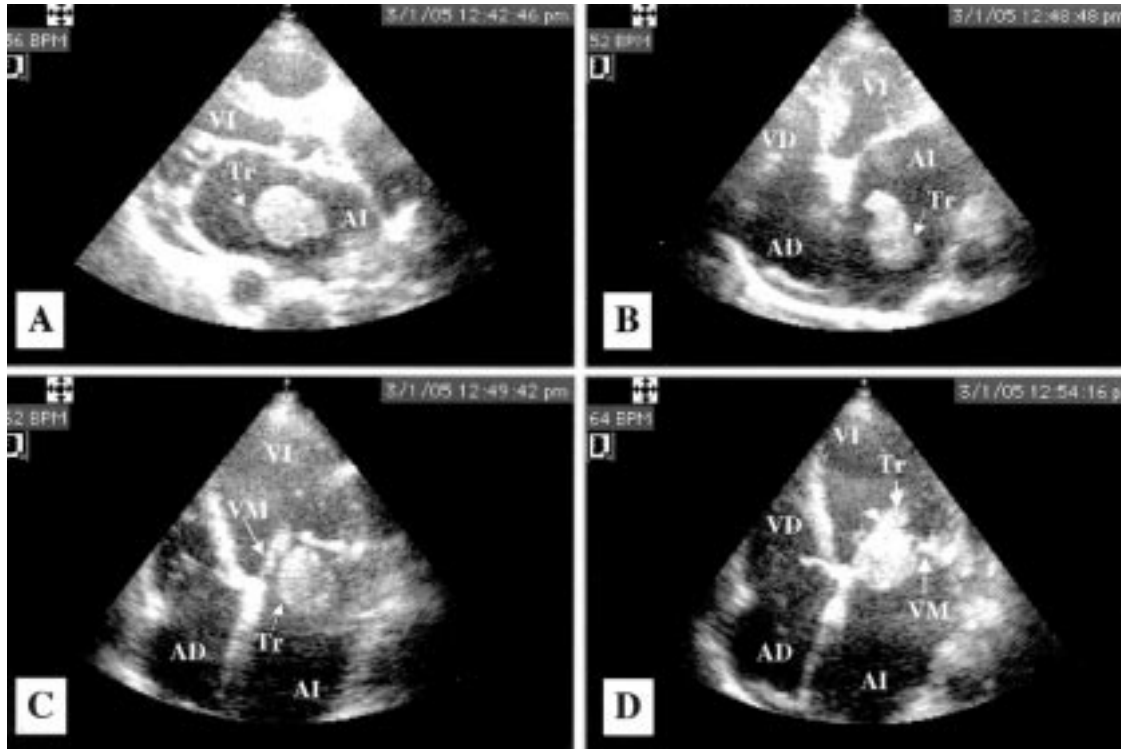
Ecocardiograma transtorácico. A: proyección paraesternal izquierda; trombo libre en zona central de la AI. B: proyección apical de las cuatro cámaras. Trombo en la zona media de la AI. C: proyección apical de las cuatro cámaras. Trombo en la AI, muy próximo a la VM. D: proyección apical de las cuatro cámaras. Trombo que protruye en el VI a través de la VM.
